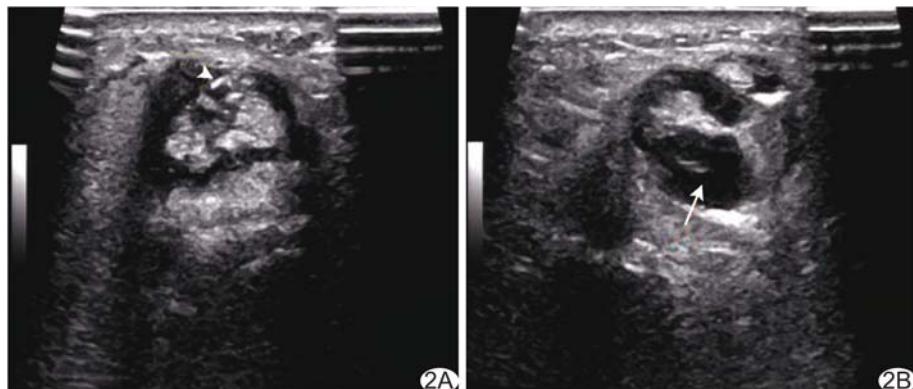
超声引导下药物注射联合针刀治疗桡骨茎突狭窄性腱鞘炎 A. 穿刺至肌腱与腱鞘之间注入药物; B. 注射完毕后药物弥漫于肌腱周围 (箭头示穿刺针;箭示注入的药物)
